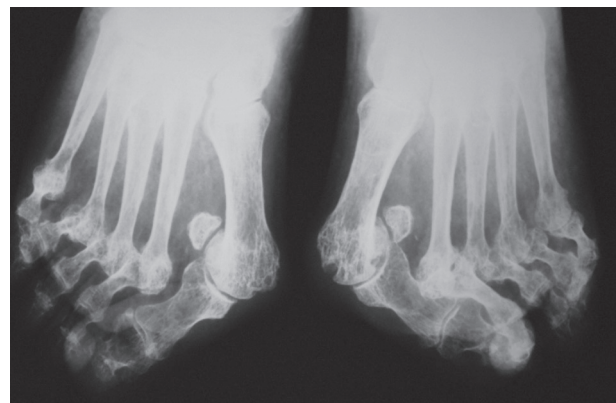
Radiographie de face de l'avant-pied, destruction articulaire, luxation MP, hallux valgus sévère.
